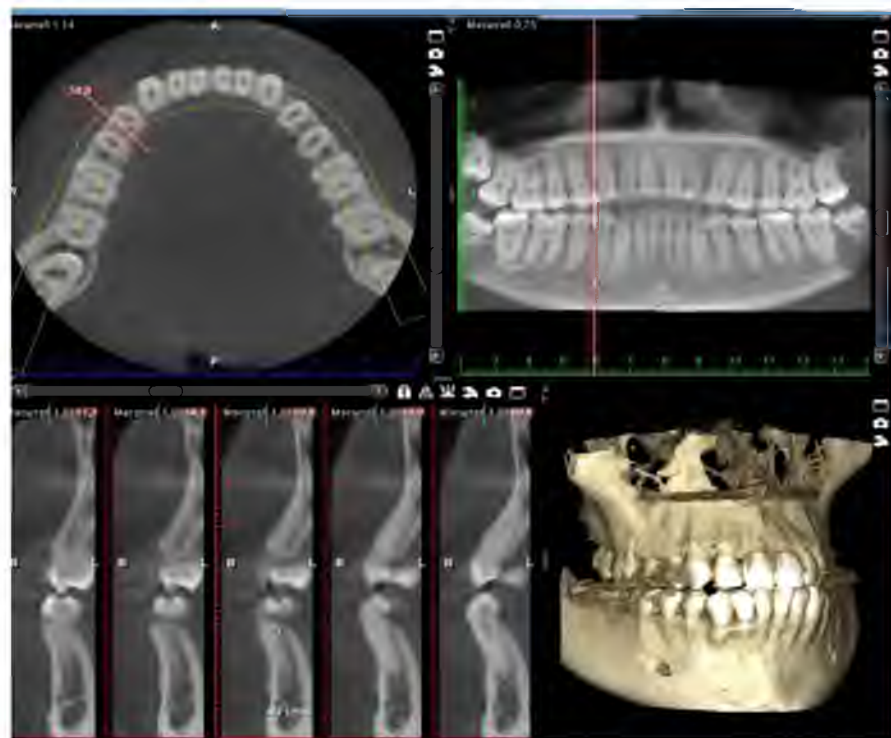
Дентальная компьютерная томография пациента Ш.Н., 1998 г.р. с клинически интактным пародонтом
